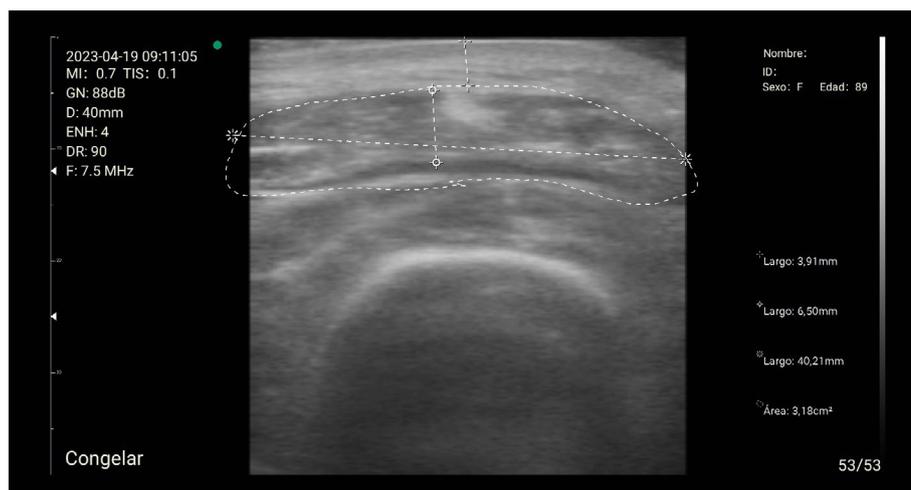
Ecografía muscular en recto anterior del cuádriceps (19/04/2023)
